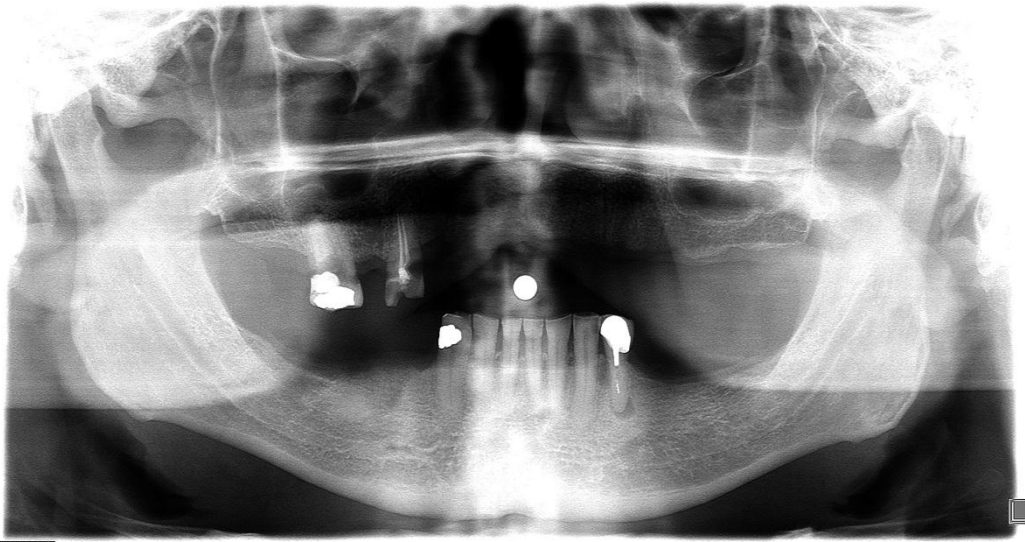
Quiste odontogénico radicular. El OD 33 presenta una radiolucidez periapical unilocular bien delimitada por una cortical delgada. La situación del conducto radicular confirma el diagnóstico. (Imagen: Archivo FO UNAM)
